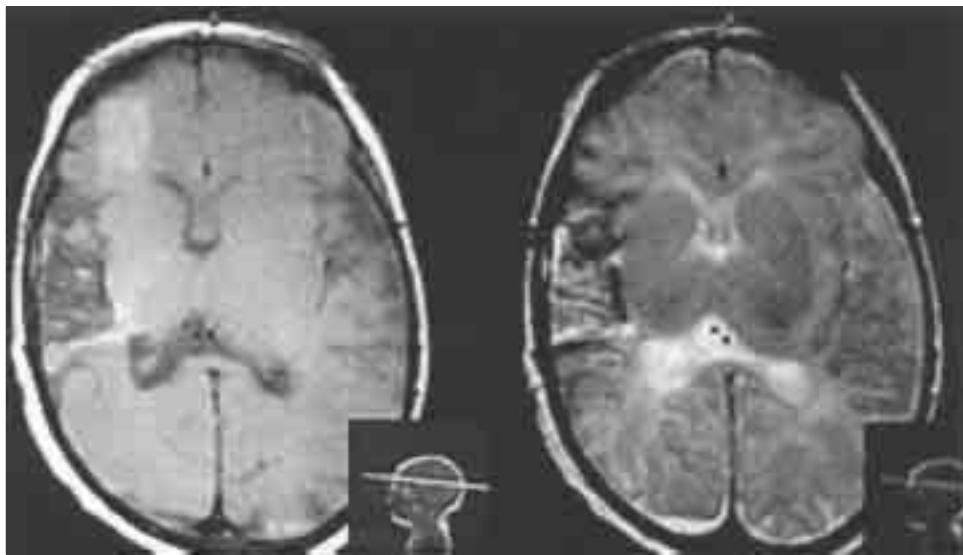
RMN, T-1 y T-2: Zona hipointensa temporal derecha compatible con MAV.
